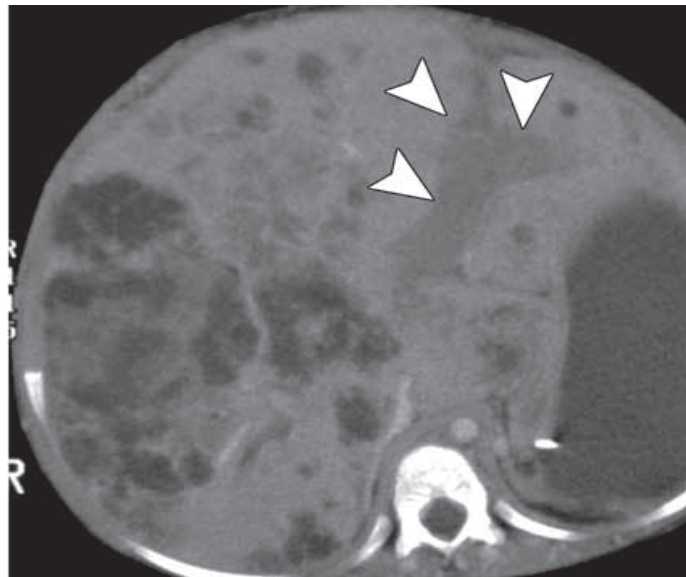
Carcinome hépatocellulaire chez un garçon de 5 ans diagnostiqué de maladie de Niemann-Pick. La TDM avec injection de produit de contraste montre des nodules hypodenses diffus sur tout le parenchyme hépatique, les branches portales (flèches) sont dilatées révélant d'une thrombose d'origine tumorale [1].
